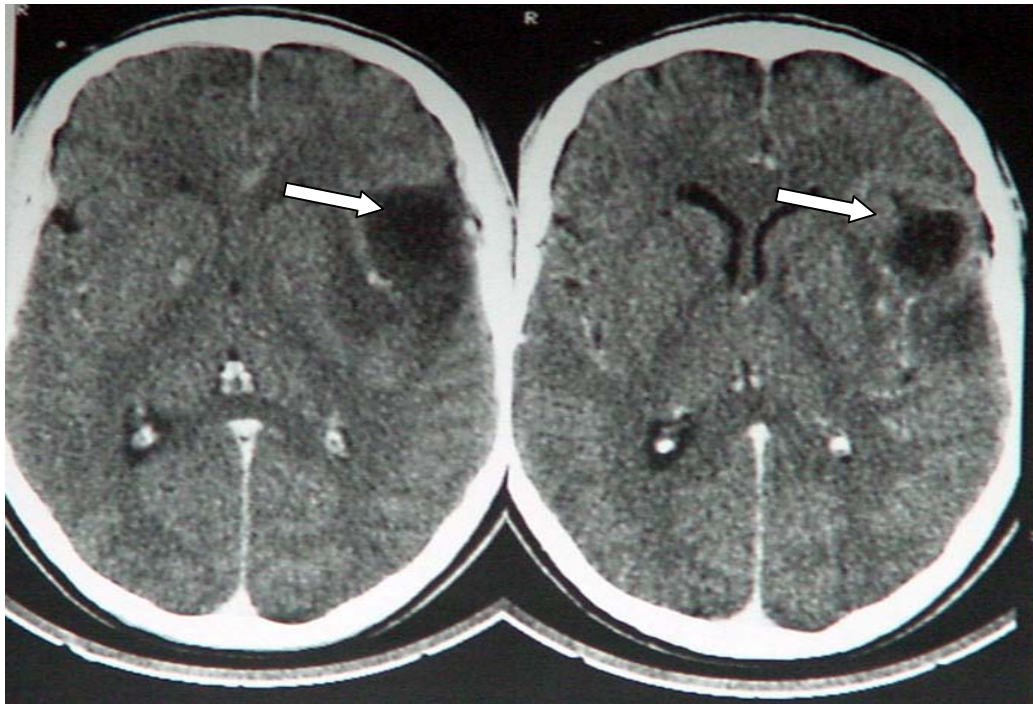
TDM cérébrale C + montre une hypodensité temporo-pariétale gauche prenant le contraste en périphérie chez un cas de toxoplasmose cérébrale révélée par une épilepsie partielle
